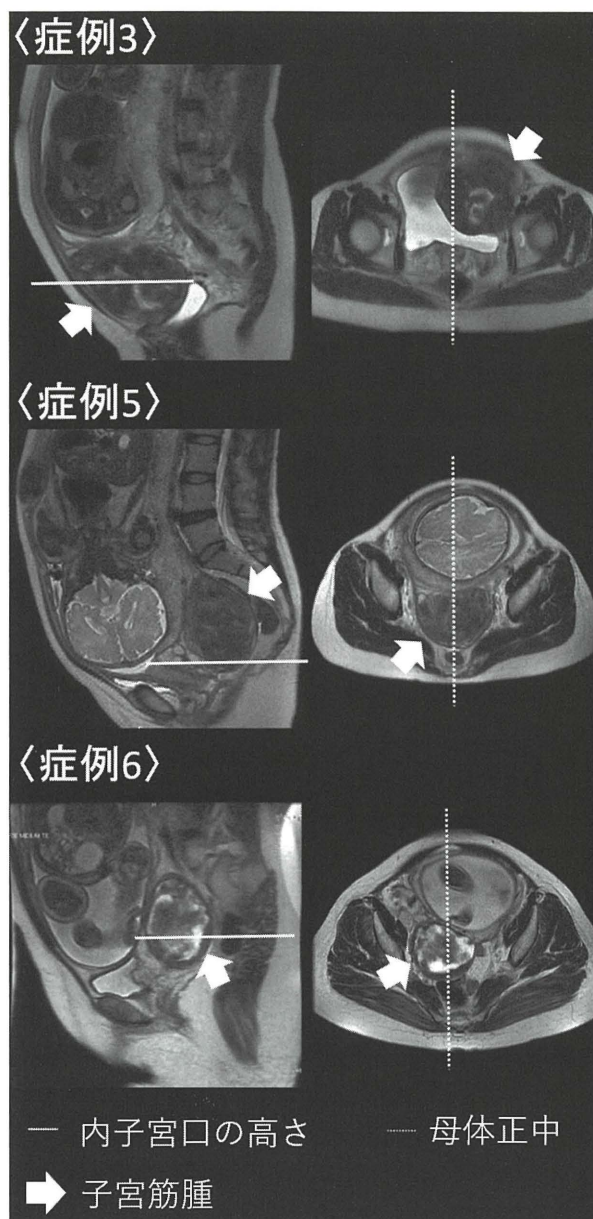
MRIによる子宮筋腫の下端および偏心の診断
